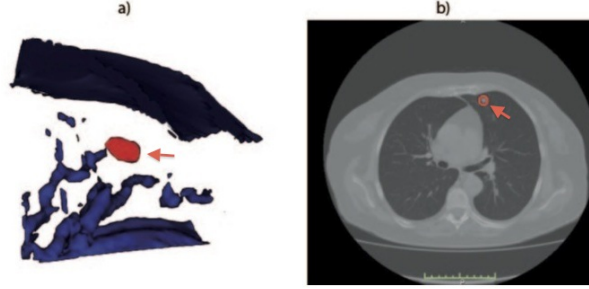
Rappresentazione di un nodulo interno: ricostruzione di una parte interna del polmone con nodulo evidenziato in rosso (a), sezione di un esame CT contenente nodulo interno (b).
